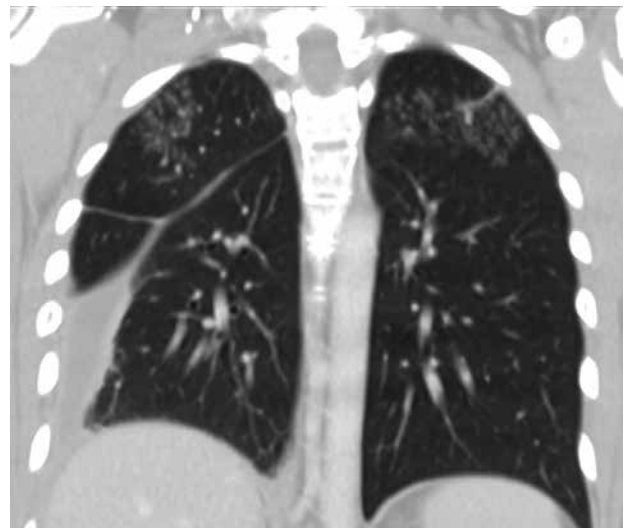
Paciente mujer de 52 años, sin antecedentes de interés. En la radiografía de tórax (4a) se puede observar un derrame pleural derecho. En la TC (4b) se visualiza un derrame pleural derecho que se extiende a la cisura mayor, así como un patrón de árbol en brote (+2) en ambos lóbulos superiores. Con una puntuación de 0.44 tras aplicar la fórmula, la paciente mostró un resultado negativo para tuberculosis tras el cultivo microbiológico.
